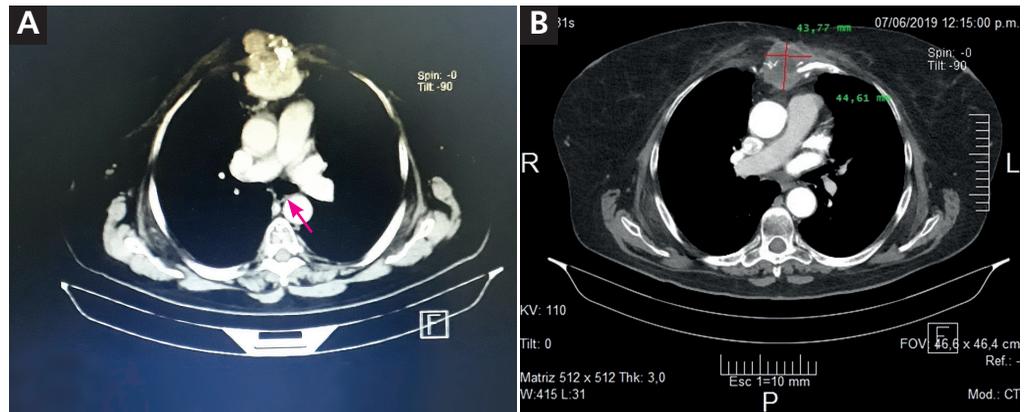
Imágenes correspondientes a las tomografías de la afectada, A) antes y B) después del tratamiento con lenvatinib.
